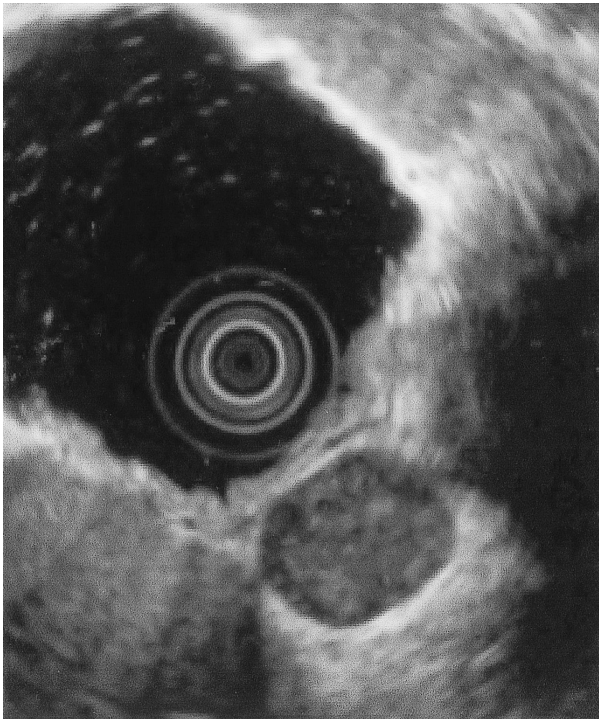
超音波内視鏡検査：胃体上部より観察。胃体上部小彎の漿膜に接して径 2.7cm の low echoic mass を認める。肝及び脾尾部には接しているが交通は認めなかった。
